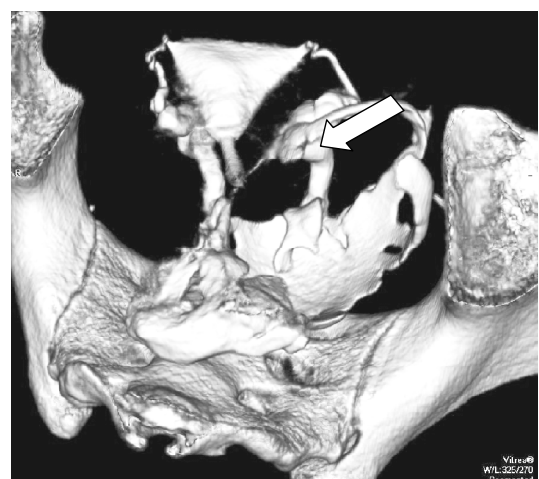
МСКТ-ГСГ у пациентки с проходимыми маточными трубами (стрелкой указаны маточные трубы)
